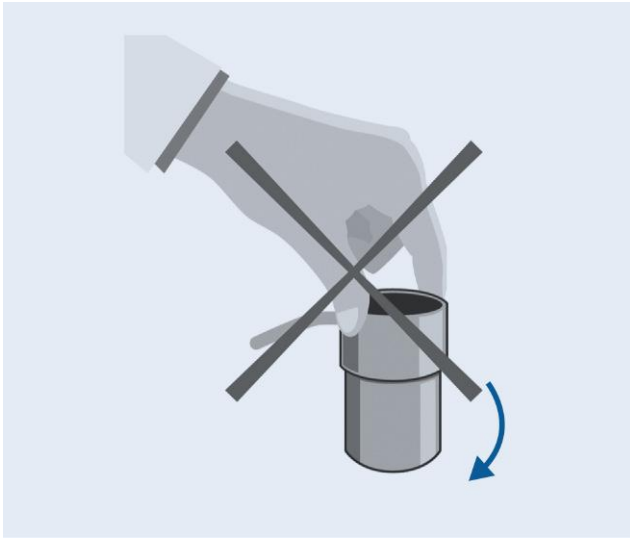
Modalidad estacionaria de ultrasonoterapia. Esta modalidad no debe utilizarse.
